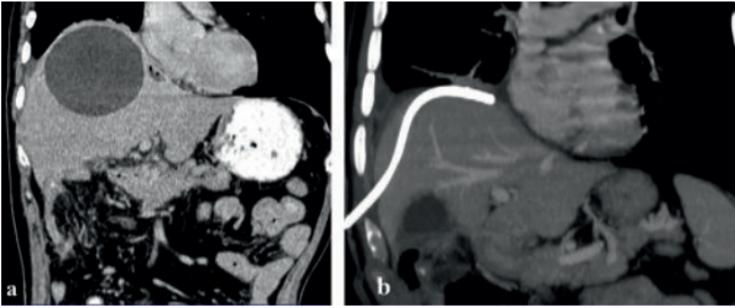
Homme de 76 ans ayant un sepsis et des douleurs dus à un abcès sous phrénique compliquant une colectomie droite. Indication à un drainage percutané sous échographie. a : Image scanographique frontale montrant un volumineux abcès sus-hépatique. b : Scanner de contrôle montrant le drain en place et l'évacuation complète de l'abcès.
